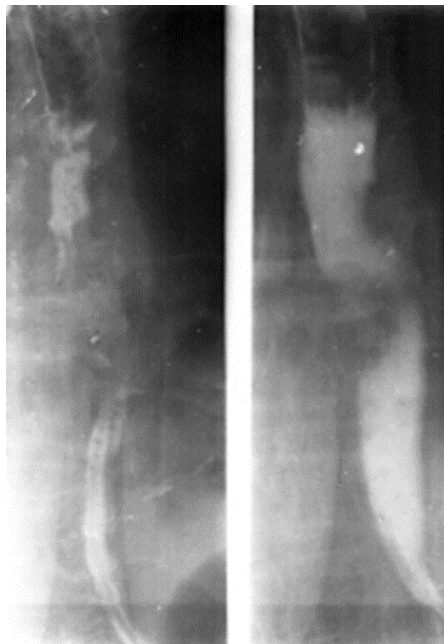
Рентгенограмма при раке пищевода
